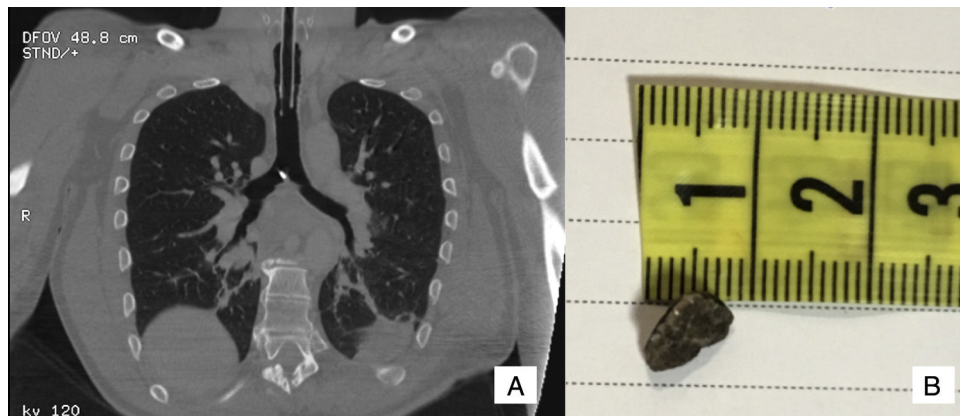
A) Corte sagital de la tomografía torácica que muestra cuerpo extraño radio-opaco en la carina. B) Piedra de 1 cm de diámetro mayor que fue extraída mediante fibrobroncoscopia.
